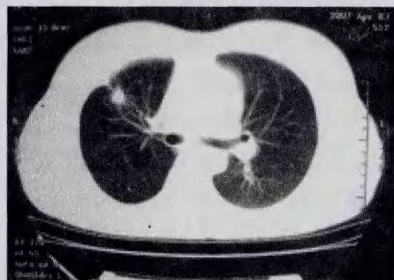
治疗1个月后的肺CT表现,肺部病灶稳定,胸水吸收
